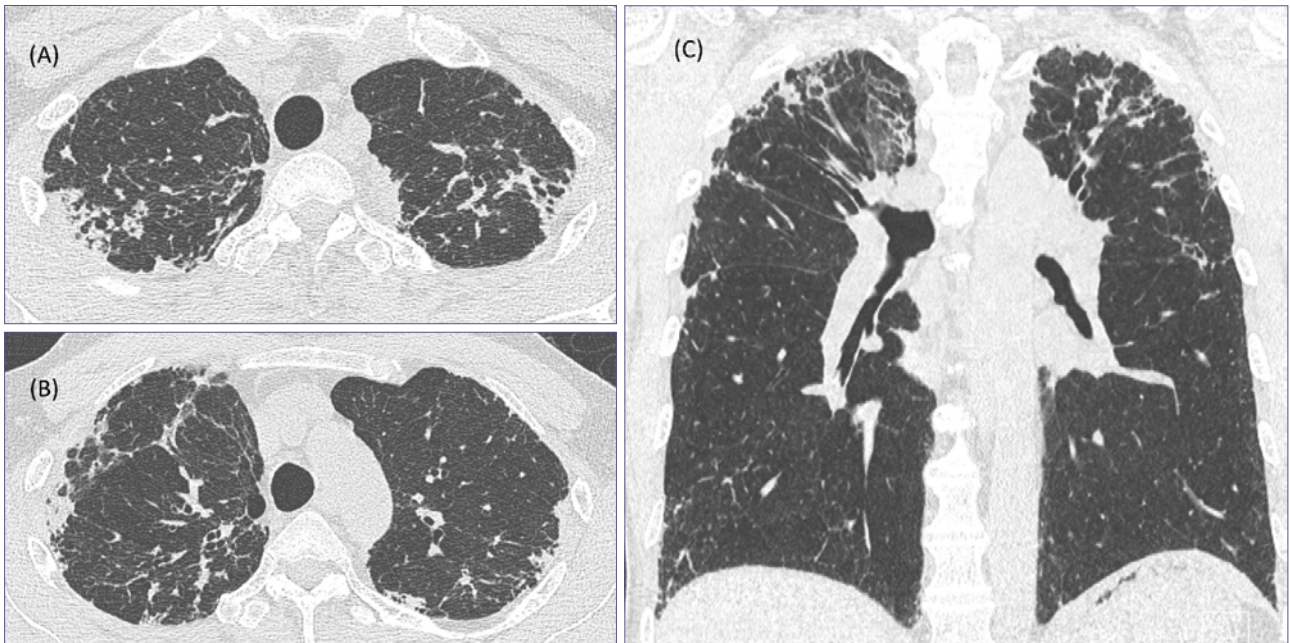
HRCT of PPF. Axial (A, B), and coronal (C) HRCT images show apical predominant subpleural thickening, dense subpleural consolidation with reticulation, traction bronchiectasis and volume loss in both upper lobes. Mild reticulation with bronchiectasis in subpleural areas of both basal lungs indicates concomitant probable usual interstitial pneumonia.
